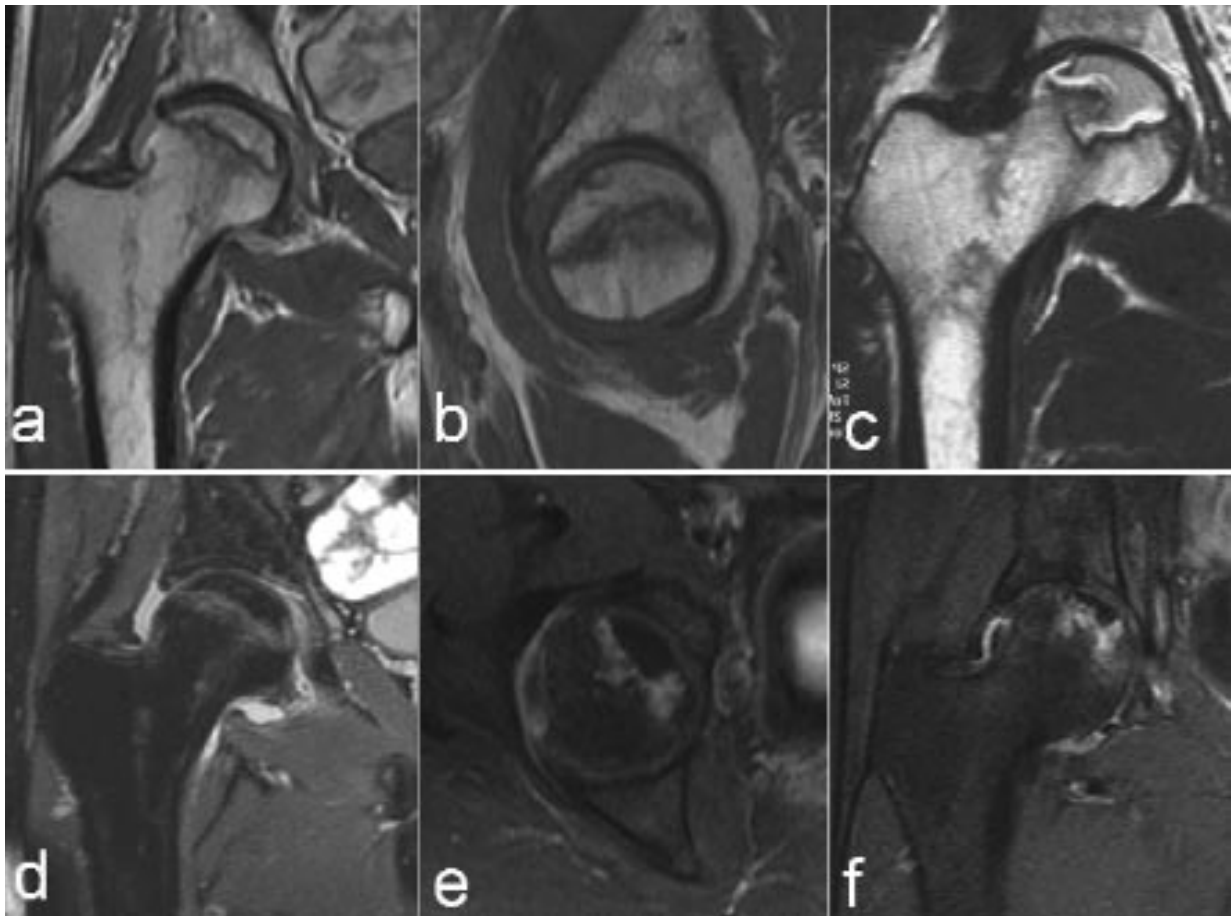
Ostéonécrose de la tête fémorale en IRM. Les séquences coronales (a) et sagittales (b) en T1 (SE) montrent le liseré de démarcation en hyposignal continu allant de "corticale à corticale" et qui entoure la zone nécrotique. Ce liseré prend l'aspect d'une double ligne (dite de Mitchell) en hypersignal interne et hyposignal externe sur les séquences pondérées en T2 (SE) (c). Les acquisitions T2 avec suppression de la graisse sont plus sensibles à l'œdème et aux épanchements (d). Après injection intraveineuse de gadolinium. La zone réactionnelle péri nécrotique se rehausse alors que le tissu nécrosé ne présente aucune modification de signal (e) coupe axiale T2 Fat-Sat ; (f) coupe coronale T2 Fat-Sat).
